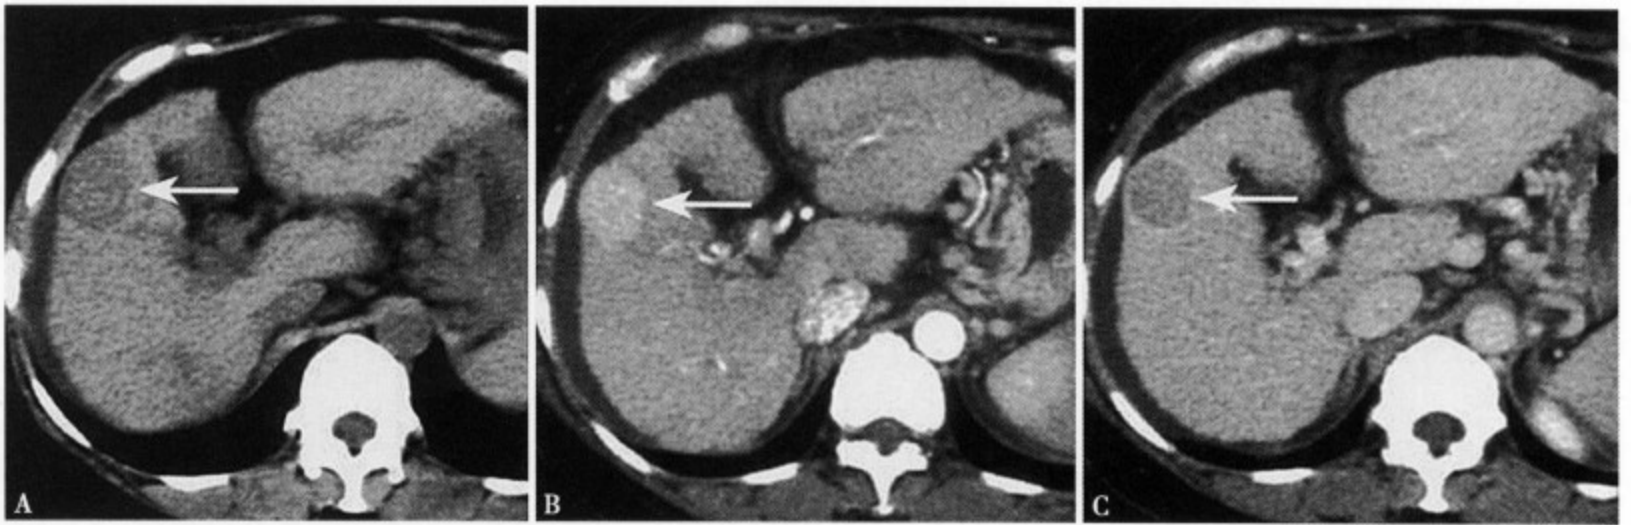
CT 平扫 (A) 示肝右叶前段肝缘显示局限类圆形均匀低密度灶，边缘不太清楚，直径约 3cm，合并肝硬化；增强 CT 动脉期 (B) 病变轻度均匀性强化，边缘清楚；静脉期 (C) 病变呈低密度，而边缘为环状相对高密度，类似 HCC 的表现
